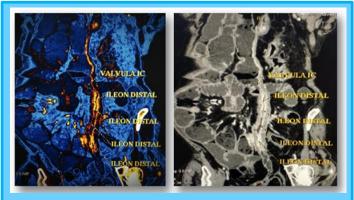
Tomografía con énfasis en la unión del íleon distal y el colon, y con reconstrucción curva y reformateo cromático para resaltar las alteraciones.
